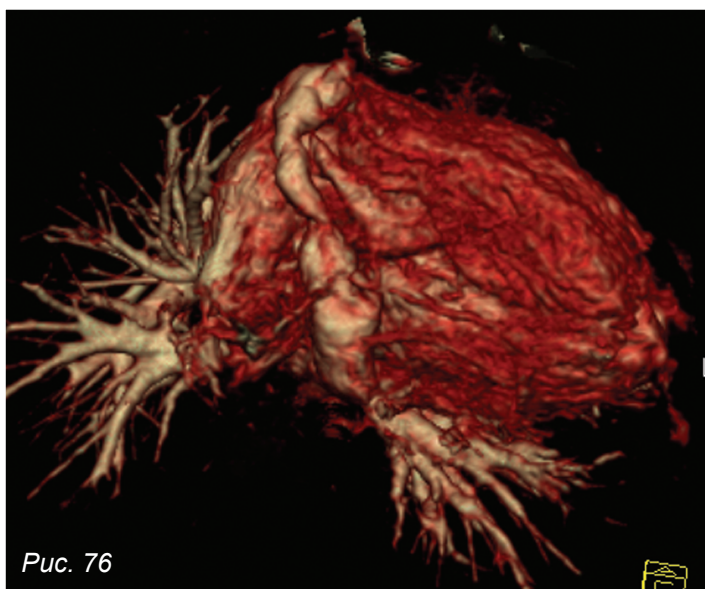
КТ сердца с ЭКГ-синхронизацией.
